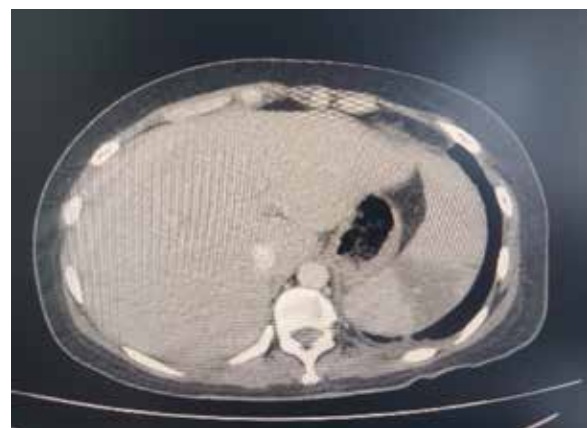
Tomografía: Muestra la lesión hipodensa inicial (infarto) en el bazo.
